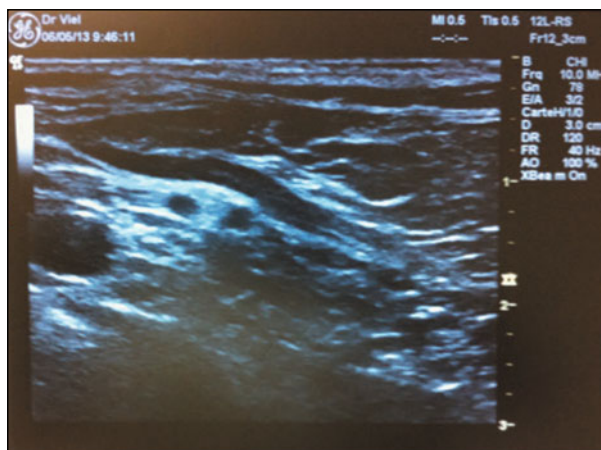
Repérage échographique du plexus brachial en position sus-claviculaire pour mise en place d'un cathéter dans le cadre de douleurs rebelles liées à un syndrome douloureux régional complexe du membre supérieur.
